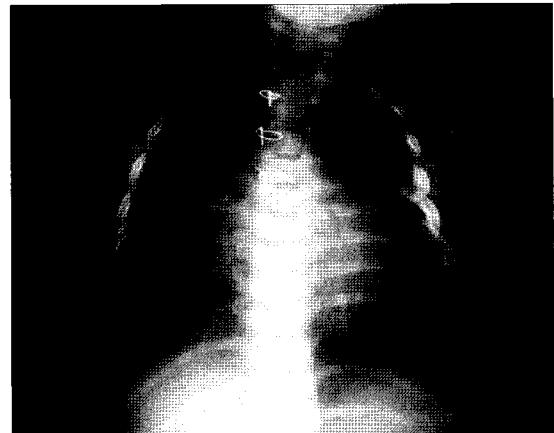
Postoperative chest X-ray shows decreased cardiomegaly.
